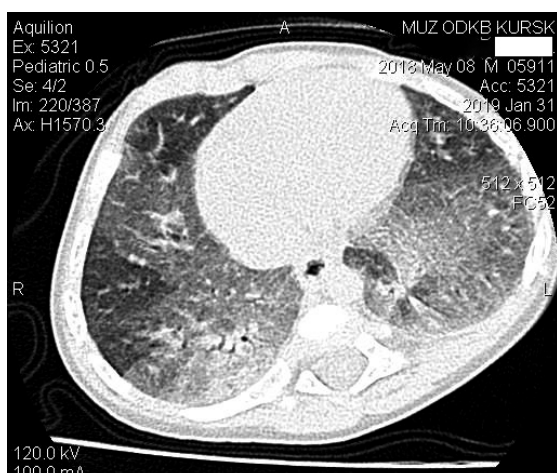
Компьютерная томограмма больного Е.: в базальных отделах легких определяются участки матового стекла, нежные очаговые тени, участки фиброза.
